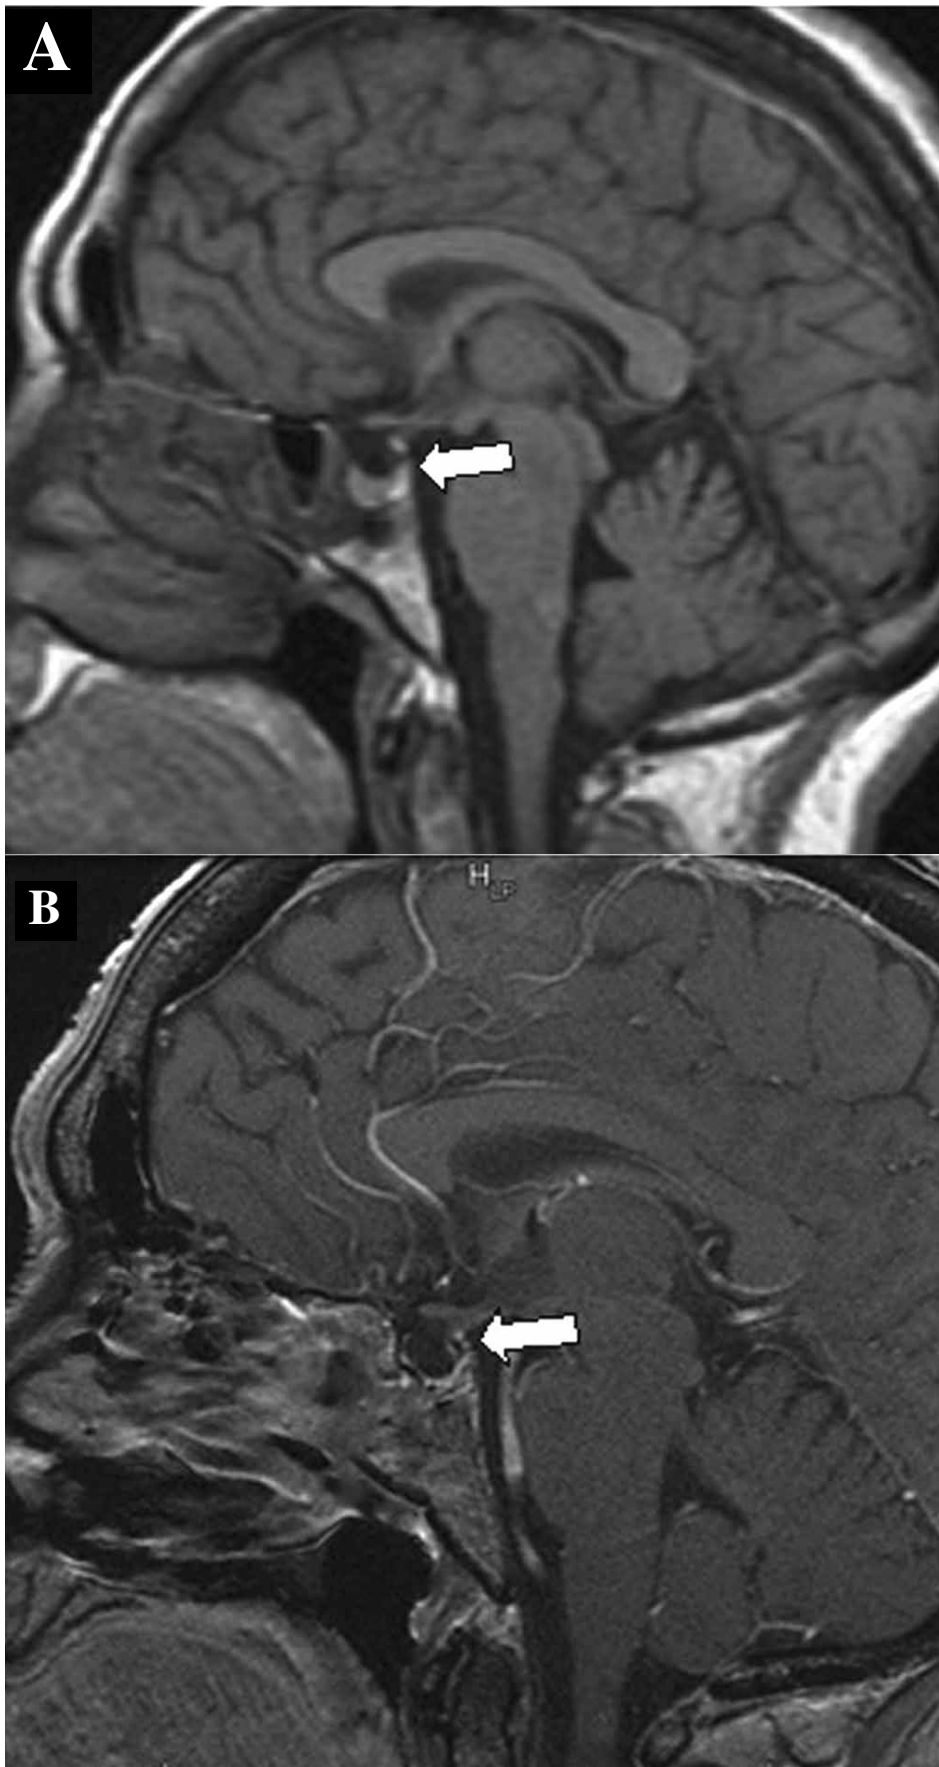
Resonancia magnética nuclear. A. Pequeño aracnoidocèle selar que comprime la glándula hipofisaria contra el piso de la silla turca (flecha). B. Se observa la adenohipófisis comprimida en el piso selar, visualizándose la silla turca ósea reemplazada por líquido cefalorraquídeo sin la presencia de formaciones expansivas (flecha).
